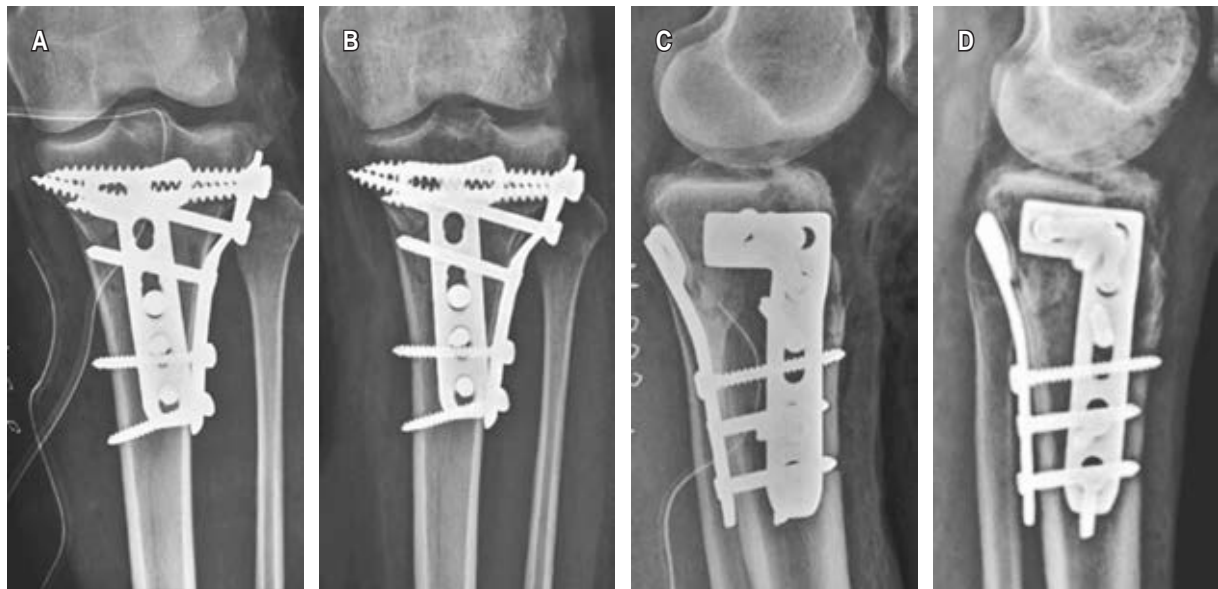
Grupo 1, comparación entre postoperatorio inmediato y final de seguimiento cuando se añade fijación directa posterior. A) Radiografía anteroposterior de rodilla izquierda en postoperatorio inmediato con fijación directa posterior. B) Radiografía anteroposterior de rodilla izquierda a final del seguimiento con fijación directa posterior. C) Radiografía lateral de rodilla izquierda en postoperatorio inmediato con fijación directa posterior. D) Radiografía lateral de rodilla izquierda a final del seguimiento con fijación directa posterior.
